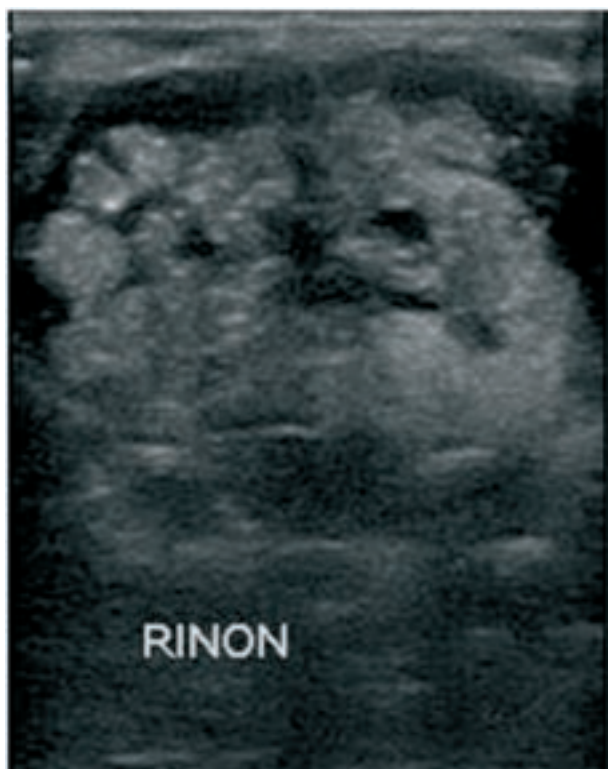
Ecografía de riñón mostrando dilatación de lóbulos renales.
